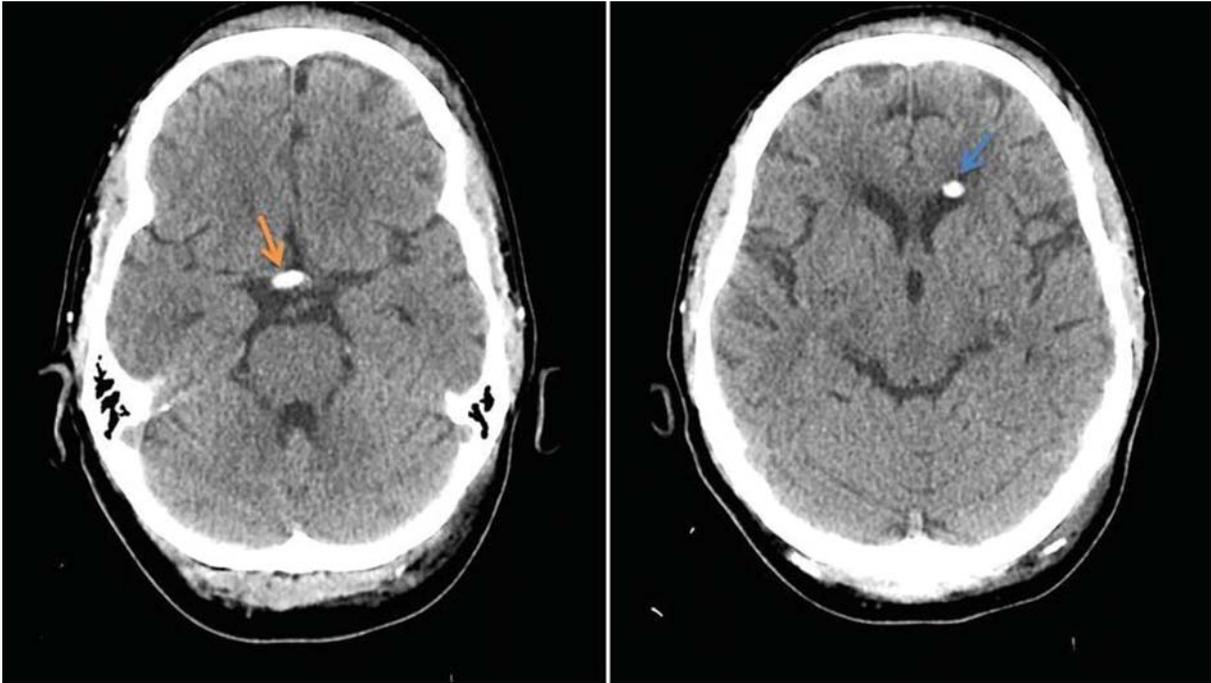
Cortes axiales de TC craneal sin contraste. Material hiperdenso de morfología globular en región derecha de la cisterna supraselar (flecha naranja) y asta frontal del ventrículo lateral izquierdo (flecha azul) simulando un aneurisma vs focos de sangrado subaracnoideo e intraventricular.
